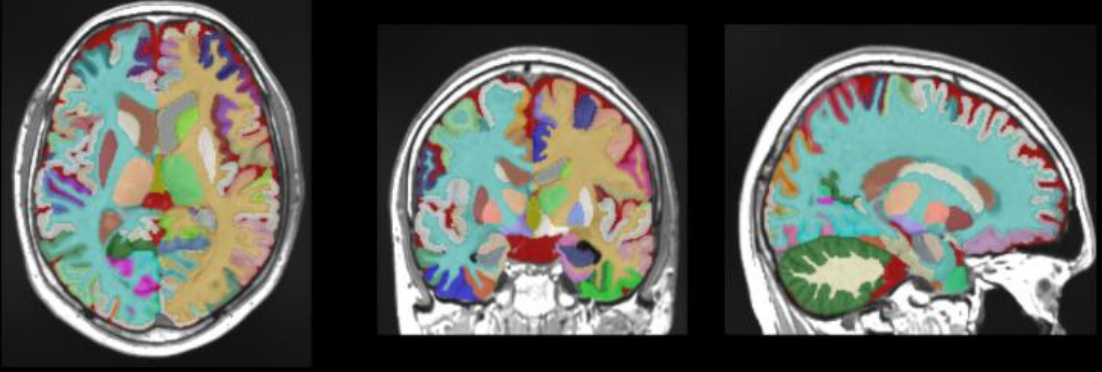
VolBrain MRG sonuç raporu doku segmentasyon görüntüsü
